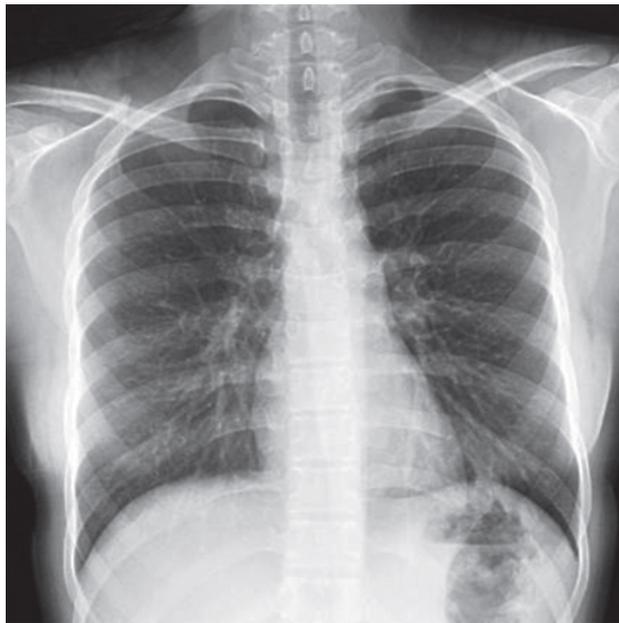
Radiographie thoracique normale (Incidence face) [15].
